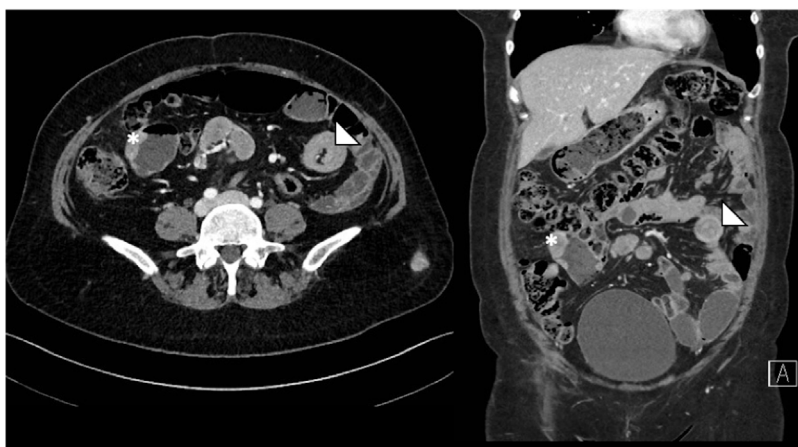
Invaginación entero-enteral. Tomografía computarizada de abdomen y pelvis de una paciente de 45 años con antecedente de melanoma. Se identifica una invaginación en intestino delgado a nivel del flanco izquierdo (flechas blancas), en relación con múltiples implantes secundarios de melanoma (asteriscos).
